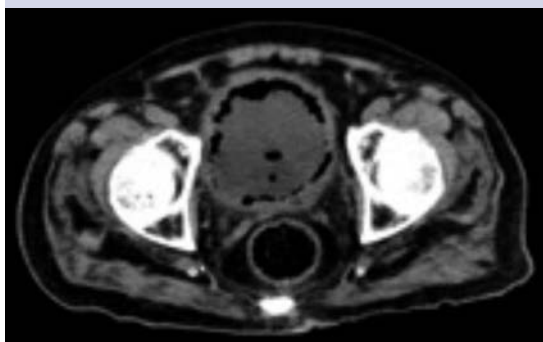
TAC que demuestra abundante gas en la pared vesical.
